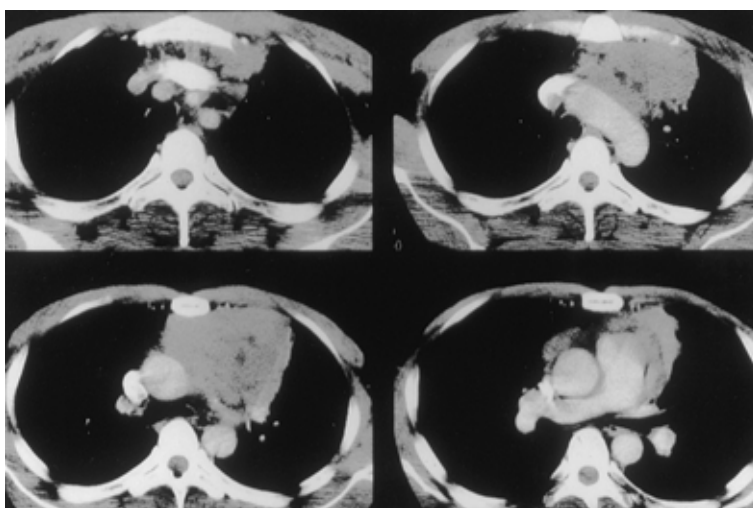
Chest CT on admission shows a solid tumor invading the lung in the anterior mediastinum.
